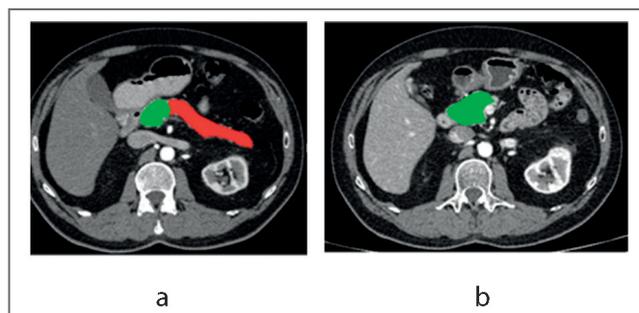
Пример результатов МСКТ: *a* – предоперационное исследование, аксиальный срез на уровне L1 (КТ-срез с неполной визуализацией головки железы для демонстрации дистальных ее отделов), поздняя артериальная (панкреатическая) фаза, волюметрия – зеленым выделена сохраняемая часть ПЖ, красным – удаляемая; *b* – через 6 мес после операции, аксиальный срез на уровне L2 (головка железы визуализирована в наибольшей ее площади), поздняя артериальная (панкреатическая) фаза, волюметрия – зеленым выделена культя ПЖ.
